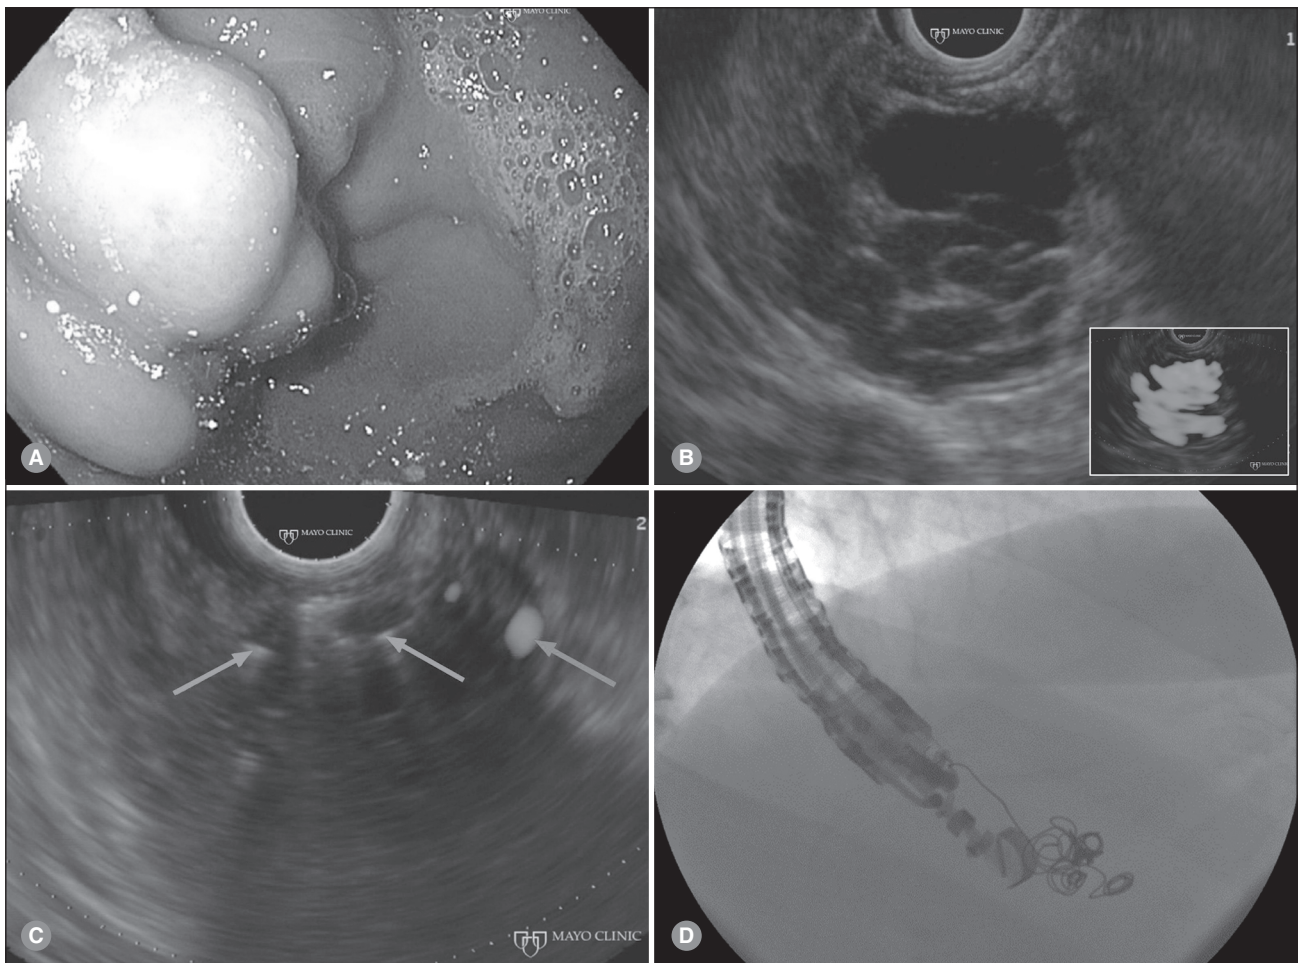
Лікування шлункових вариксів під контролем ендосонографії: А. Варикозне розширення вен шлунка при ендоскопії. В. Шлункові варикси виглядають анехогенними при ЕСГ у сірій шкалі та підсвічуються червоним кольором під час доплерівського дослідження (вставка). С. Введення емболізаційних спіралей (помаранчеві стрілки) у варикси призводить до майже повного припинення кровотоку (синя стрілка). D. Рентгеноскопична візуалізація спіральної емболізації під контролем ЕСГ ([21], ліцензія CCBY-NC 4.0)
